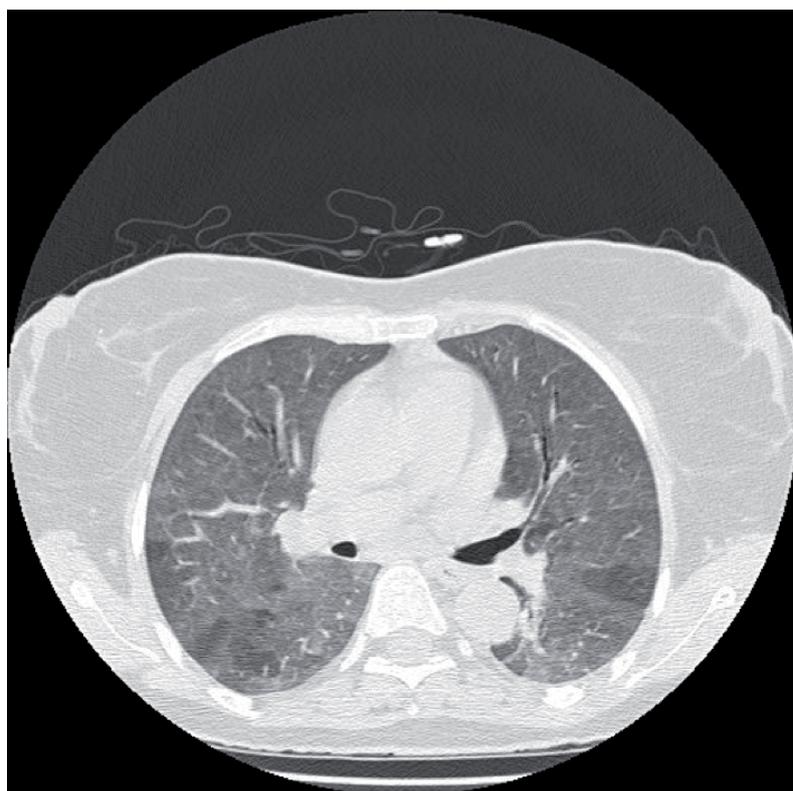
TC torácico alta resolución.
